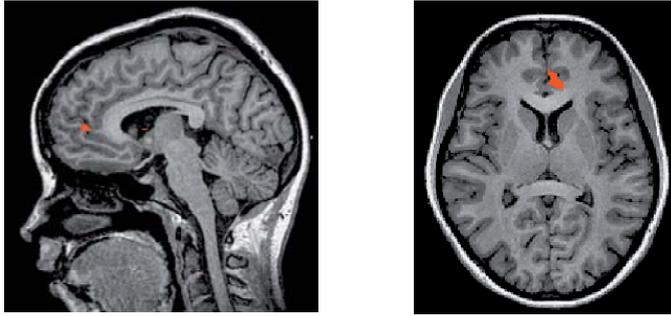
Imagen RM funcional plano sagital (A) y plano axial (B), resultado del estudio comparativo (adicto vs no adicto) entre sujeto adicto y sujeto no adicto ante la visualización de escenas relacionadas con el consumo de drogas, evidenciándose una mayor activación del cíngulo anterior izquierdo en el sujeto adicto.
